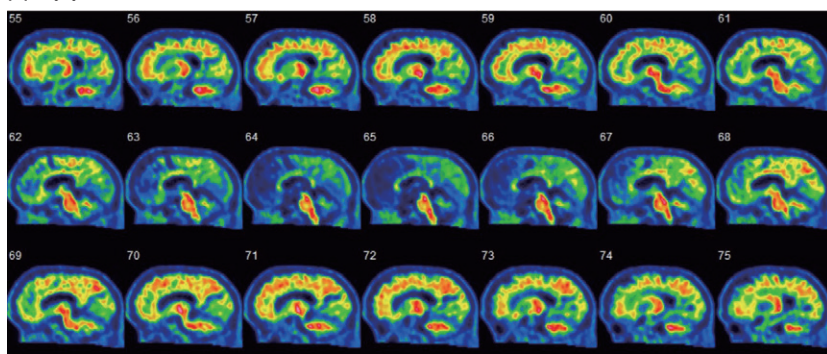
アミロイドPET (a) axial像 (b) coronal像 (c) sagittal像
